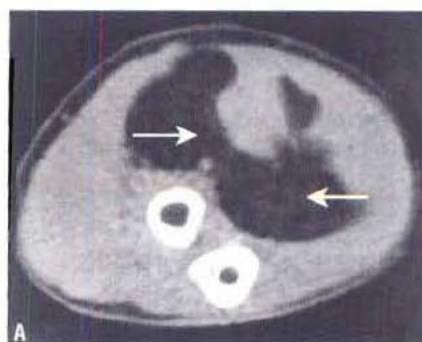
Lipome. (A) Cette TDM de l'avant-bras montre un volumineux lipome intramusculaire ; cette masse des parties molles est hypodense (noire) (flèches). Cette densité est identique à celle de la graisse sous-cutanée. (B) Lipome septal (flèche) (à gauche). Sur la coupe axiale d'IRM pondérée en T1, le signal de la masse est identique à celui de la graisse sous-cutanée. Sur l'IRM avec suppression de graisse (à droite), le contenu graisseux de cette masse est uniformément supprimé : il est noir, comme la graisse sous-cutanée.
